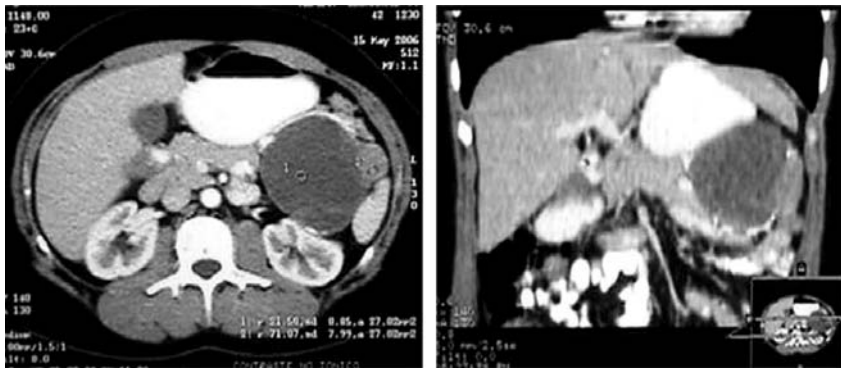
Corte axial y reconstrucción de tomografía computada helicoidal de abdomen. Se observa la cola del páncreas desplazada hacia anterior, comprimiendo la curvatura mayor gástrica, cara medial del bazo y cara anterior del riñón izquierdo, en relación a una formación redondeada de aspecto quístico de aproximadamente 8 cm de diámetro, tabicada, de paredes de moderado grosor con áreas cálcicas en su interior, que se magnifica escasamente con el medio de contraste.
